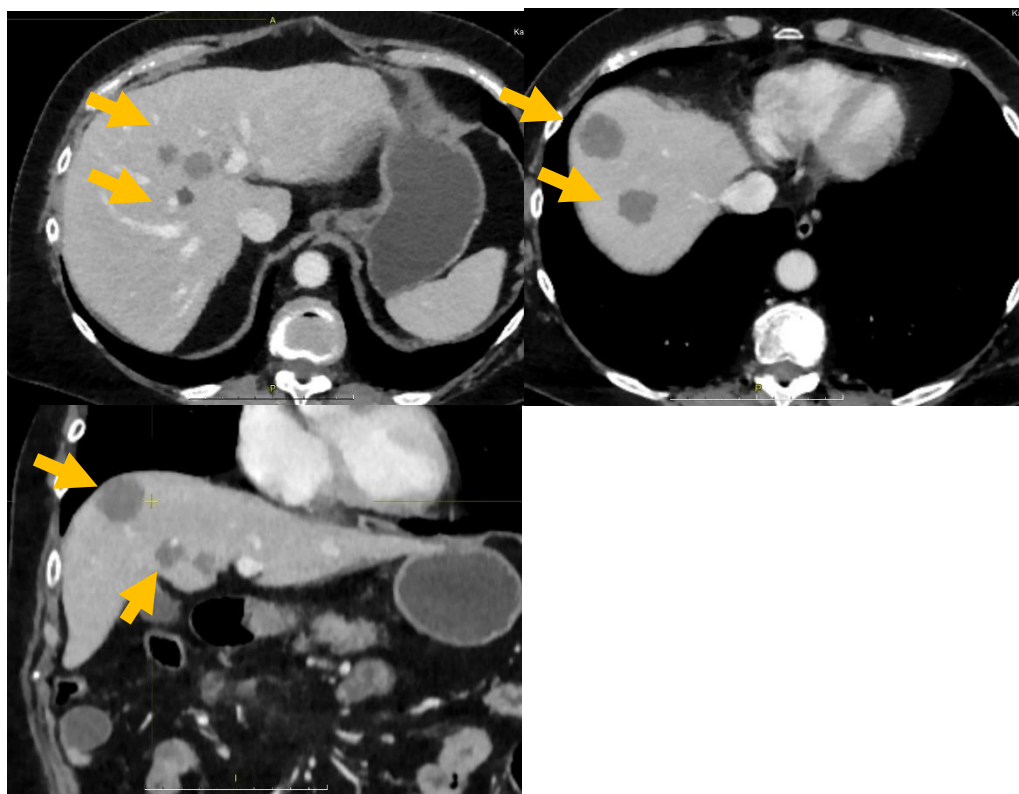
Предоперационная компьютерная томография
